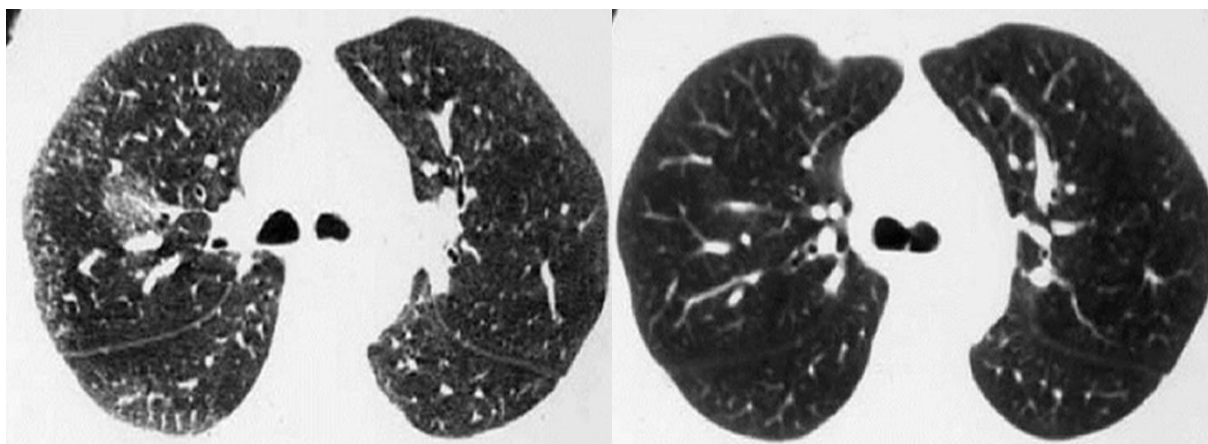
КТ ОГПІ хворого М. Саркоїдоз органів дихання II стадії. Ліворуч – до початку лікування (796 НУ), праворуч – після 3-х місячної ГКС-терапії
